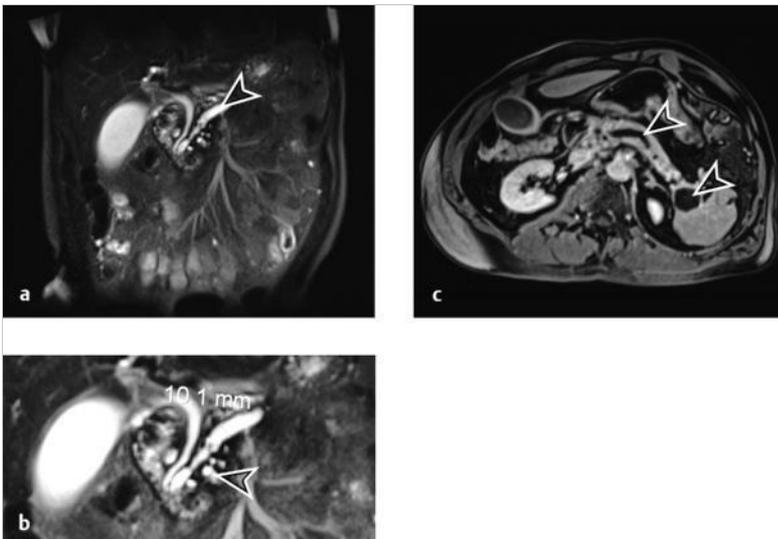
Chronische Pankreatitis. MRT-Bilder. (Quelle: Dr. med. Norbert Wilke, Radiologisches Zentrum Höchststadt)
